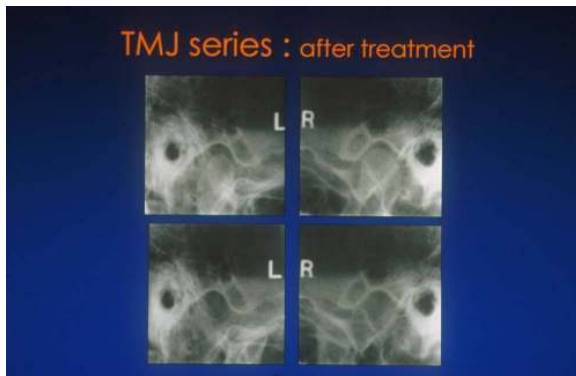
방사선사진 분석(4); 양측의 과두가 중심위를 계속 유지하고 있는 것을 확인할 수 있다.
